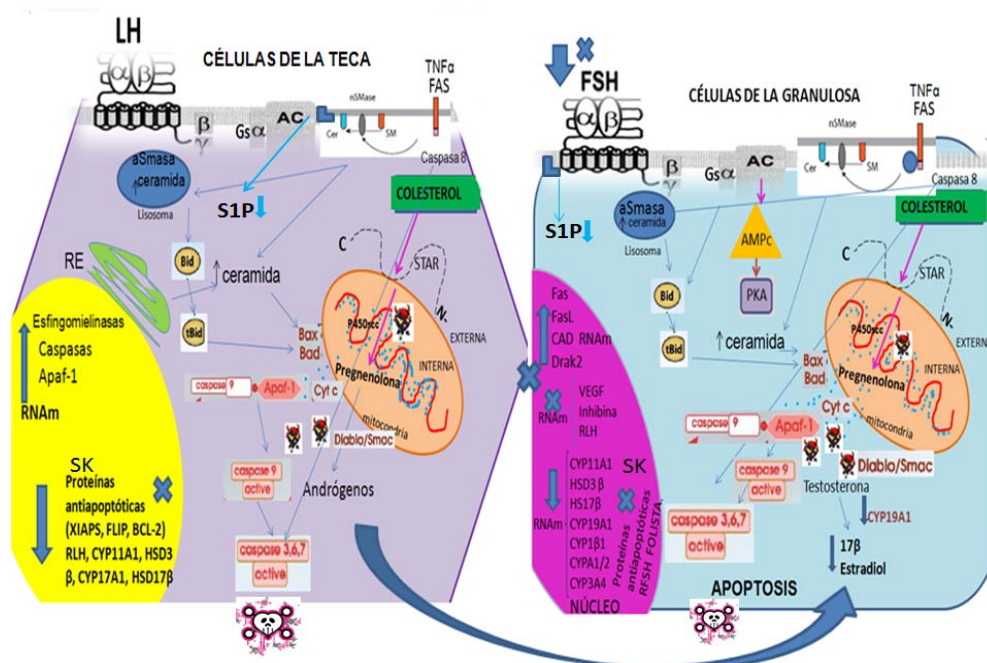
Aspectos endocrinológicos durante la atresia folicular en células de la teca (CT) y células de la granulosa (CG). Durante la atresia folicular la privación de factores de supervivencia principalmente las gonadotropinas, las cuales estimulan la síntesis de RNAm de proteínas en pro de la supervivencia genera muerte de las células foliculares. La retroalimentación negativa sobre FSH del folículo dominante durante el desarrollo folicular inhibe en CG la expresión del RNAm de enzimas de la esteroidogénesis, así como VEGF, receptor para LH y proteínas antiapoptóticas por lo cual no pueden sintetizar este tipo de células estradiol (E_2). El mismo efecto sucede con las CT las cuales sufren degeneración por altas concentraciones de progesterona (P_4) secretadas por el cuerpo lúteo, esta hormona genera un efecto inhibitorio hacia LH impidiendo se una a su receptor en estas células y lleva a la célula a apoptosis por la disminución en la expresión de enzimas de la esteroidogénesis y proteínas antiapoptóticas. Dado que las CT mueren posterior a las CG, las tecas continúan produciendo andrógenos pero las granulosa no pueden convertir a E_2 por la disminución en la expresión del RNAm de la aromatasa, por lo cual el folículo acumula más P_4 que E_2 considerándolo como un indicativo de atresia folicular. El estudio de los esfingolípidos permite suponer que la Cer y S1P podrían jugar un papel crucial en la atresia folicular.
